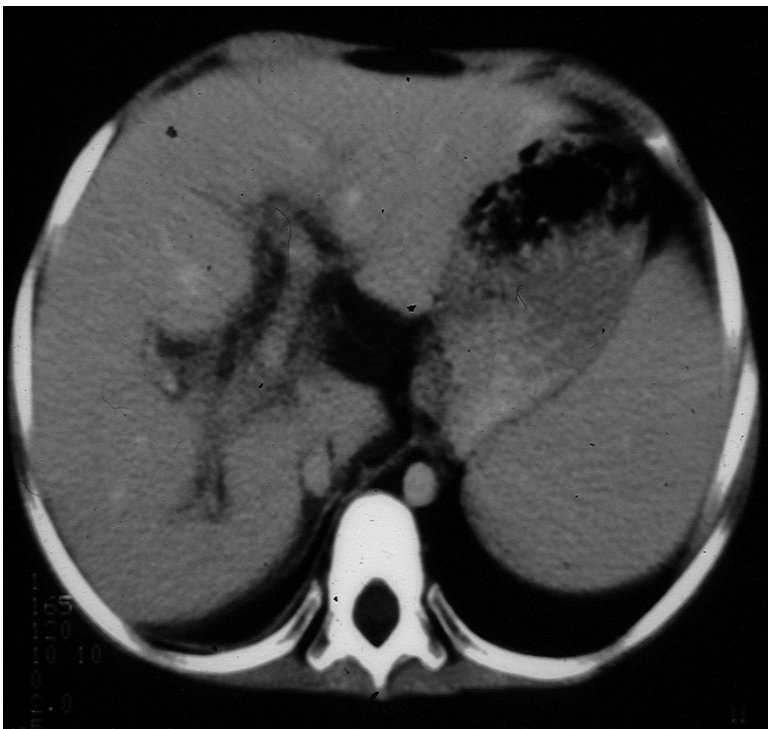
Abdomen-CT nach orthotoper Lebertransplantation
